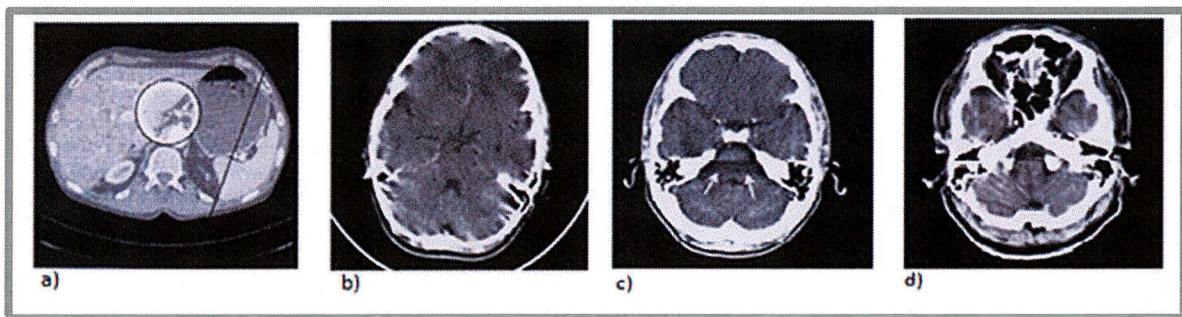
Ejemplos típicos de los artefactos en la TC que puedan derivarse de fallos de la electrónica del detector (a), movimiento del paciente (b), endurecimiento del haz (c) y los efectos de volumen parcial (d). Imagen Extraída de Kalender W, A. *Computed Tomography Fundamentals, System Technology, Image Quality, Applications*. 2 Ed.[CD-ROM]. Erlangen, Germany: Publicis Corporate Publishin: 2005.
